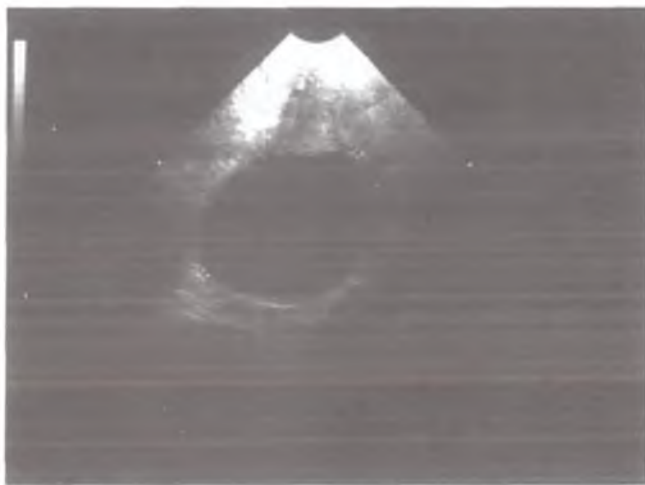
Фолликулярная киста яичника. УЗИ.
